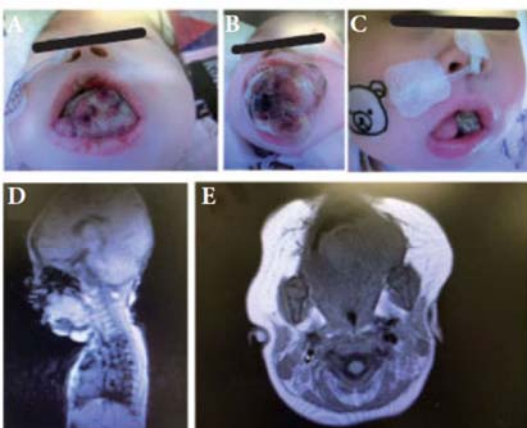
Malignant rhabdoid tumor in the oral cavity and preoperative magnetic resonance (MR) images.
